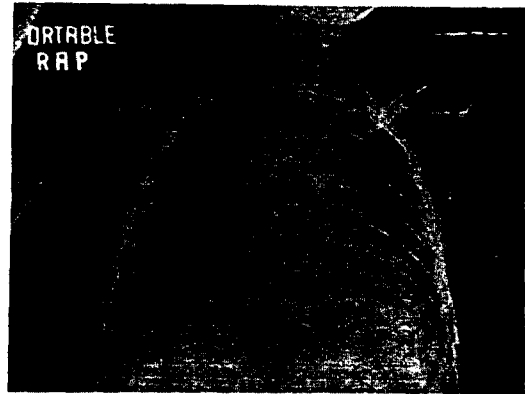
Preoperative chest X-ray in case 3 showed normal finding except tracheostomy tube in situ
